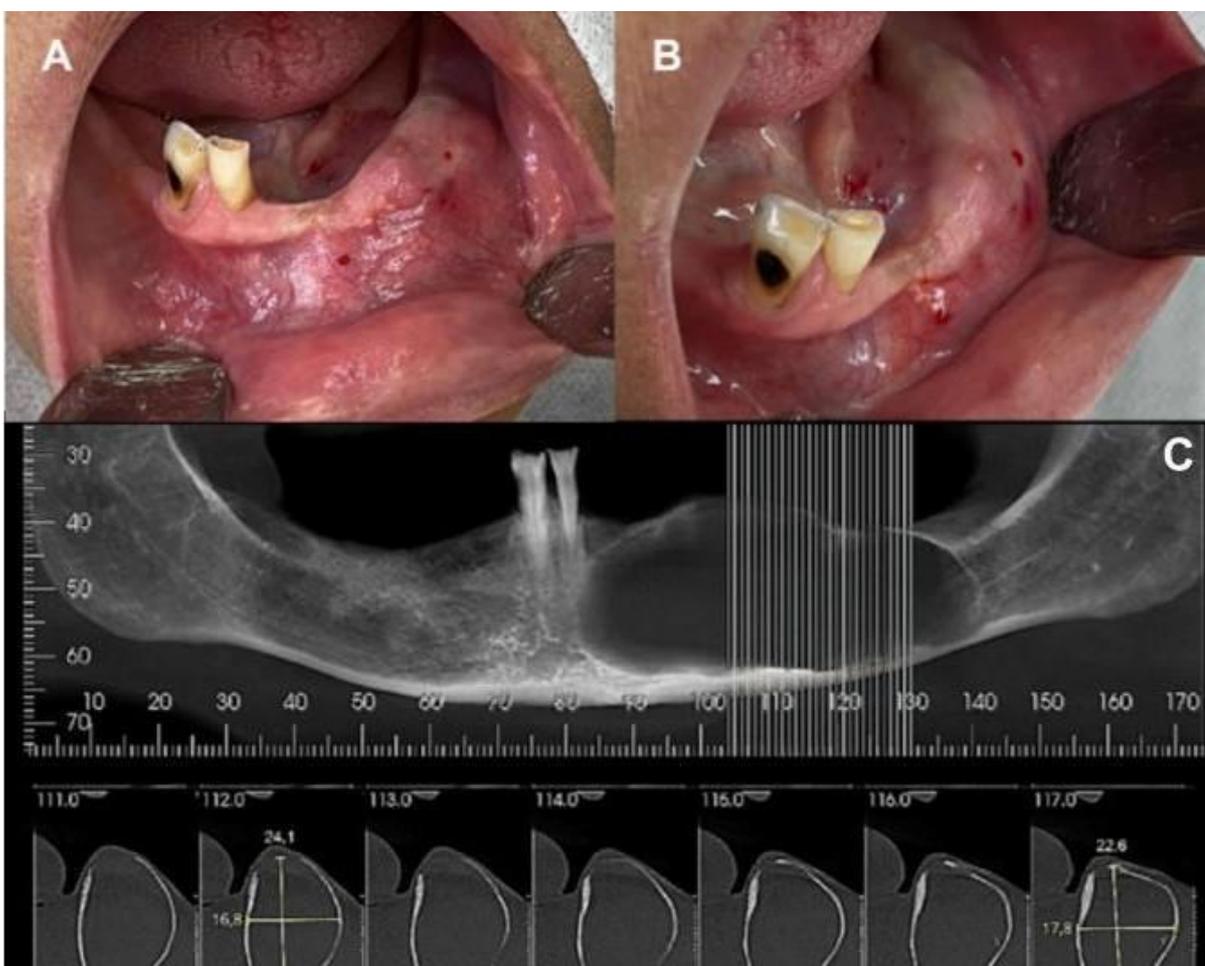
Vista anterior de aumento de volume em região de parassínfise e corpo mandibular esquerdo (A); vista superior demonstrando expansão das corticais vestibular e lingual (B). Tomografia computadorizada de feixe cônico com cortes parasagittais evidenciando lesão radiolúcida unilocular com adelgaçamento das corticais (C).
